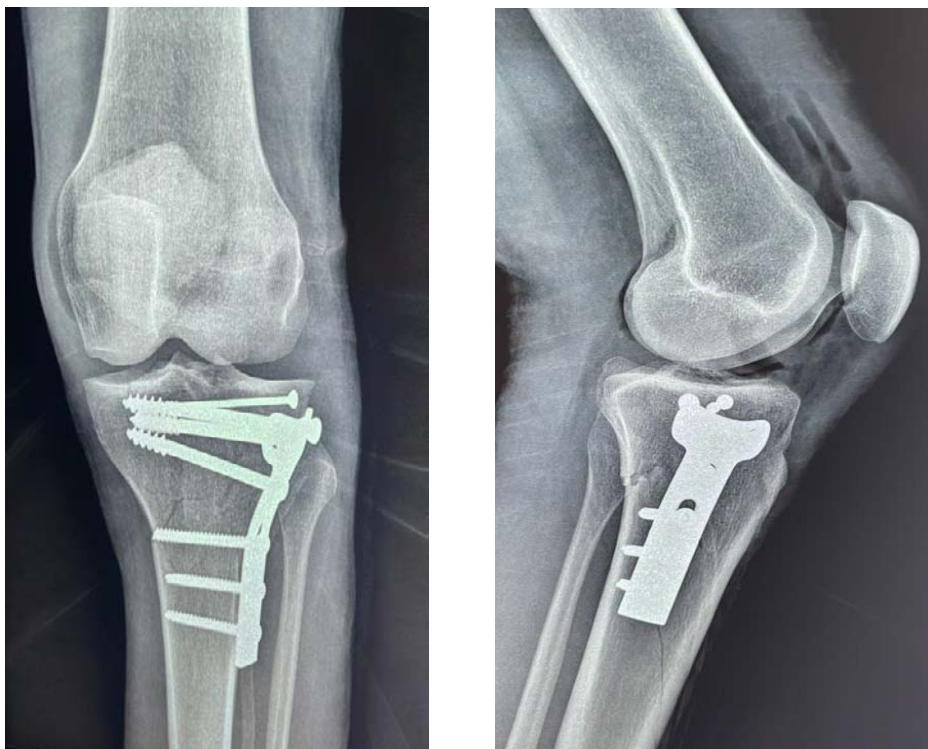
Radiographie standard face et profil d'une fracture traité par vissage + plaque vissée.
